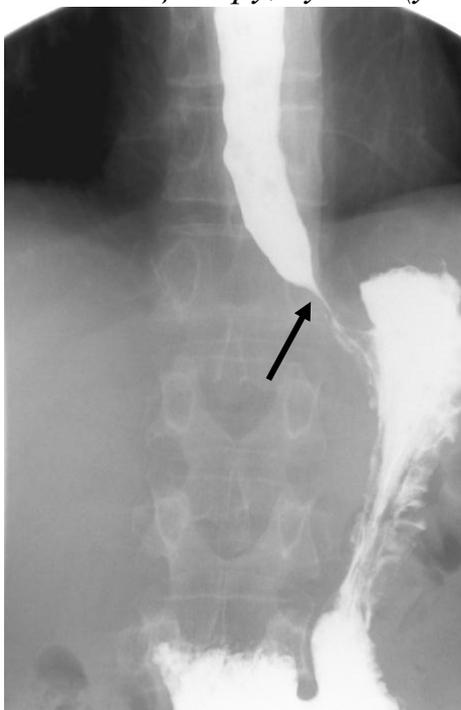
Рентгенограмма. Ахалазия кардии II стадии. Кардиальный отдел пищевода воронкообразно сужен. Определяется симптом «клюв птицы» (указан стрелкой).
